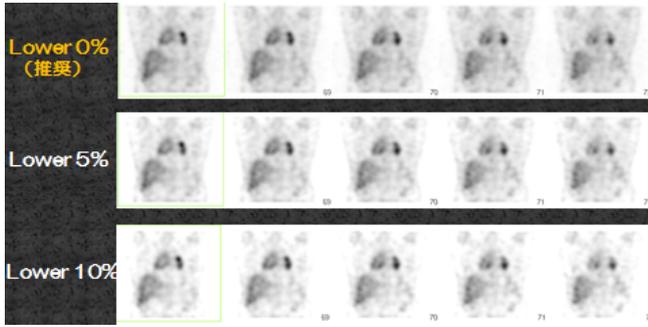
ガリウムシンチ(SPECT、SC+)カットレベルでの比較
